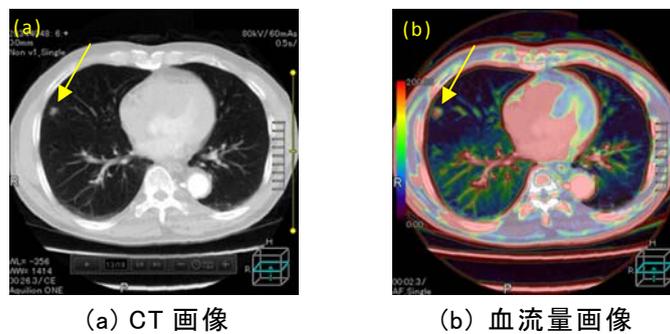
CT 像と肺結節 CTP 画像 (臨床画像: 神戸大学殿ご提供)
